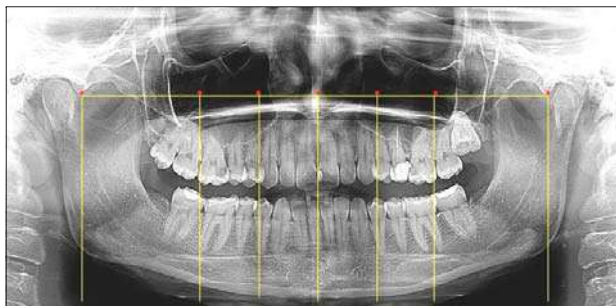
Ортопантомограмма пациента с нормодонтным типом зубной системы при физиологической окклюзии
